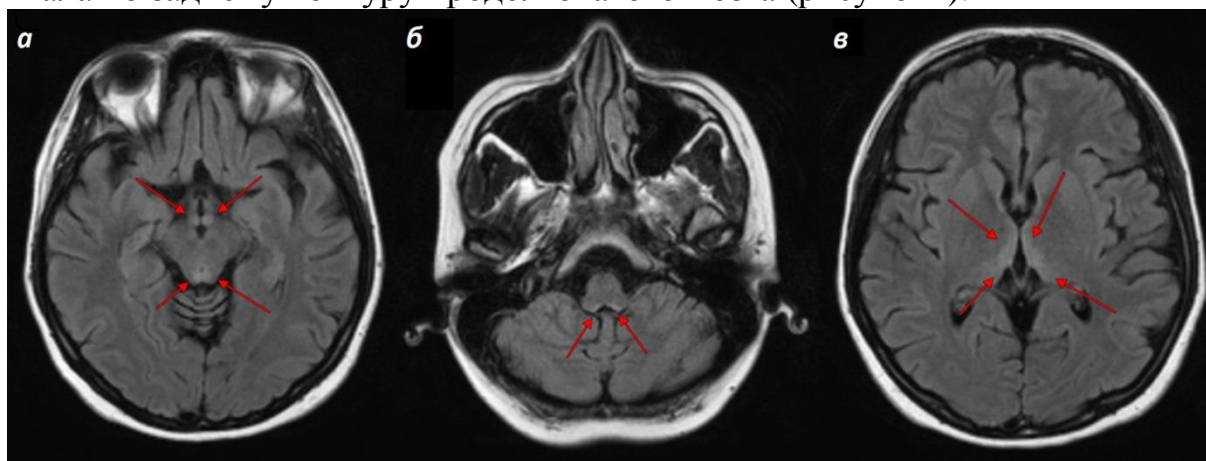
МРТ больного Н. по T2-Flair
